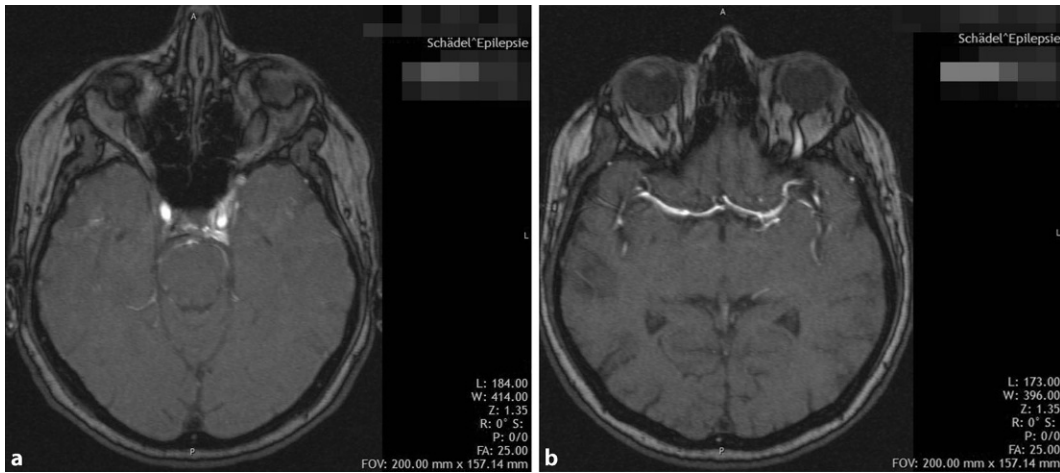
◀ TOF-MRA. Der Befund spricht für eine Carotis-Sinus-cavernosus-Fistel links. Eine DSA zur weiteren Abklärung interventioneller Therapiemöglichkeiten wurde von den Kollegen der Neuroradiologie empfohlen. TOF-MRA Time-of-Flight-Magnetresonanztomographie, DSA digitale Subtraktionsangiographie
